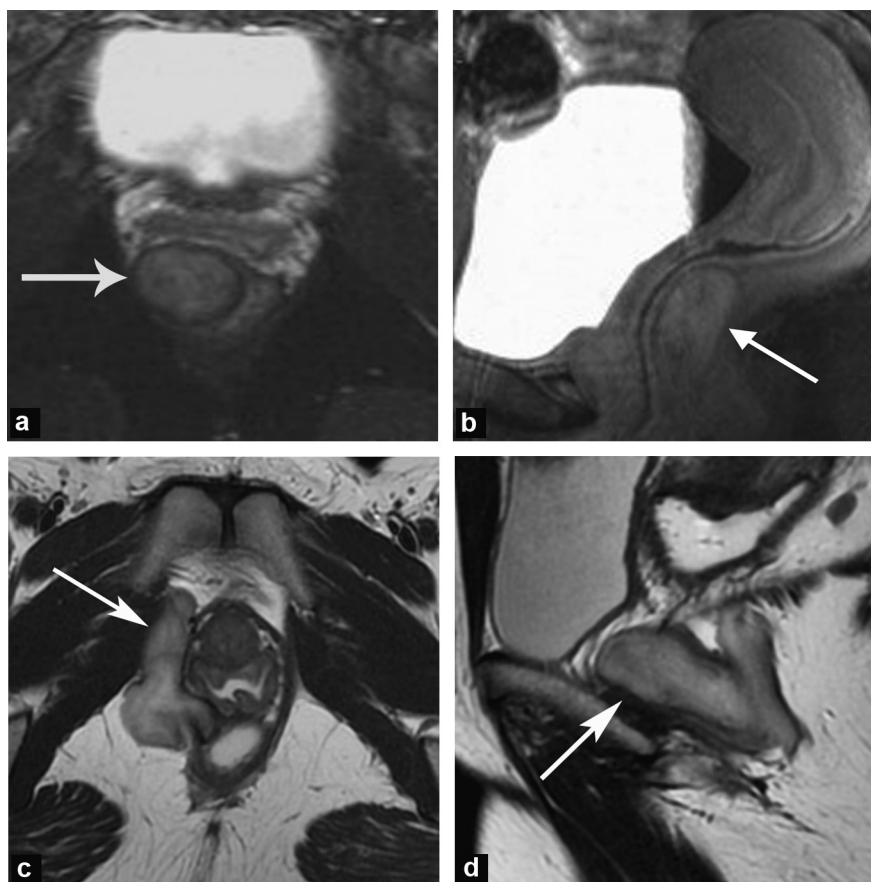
a, b : IRM de la lésion initiale, 2002 : a : plan axial ; b : plan sagittal séquence pondérée T2 : lésion tumorale (flèche) de la cloison recto-vaginale, de 48 × 22 × 20 mm, hétérogène en hypersignal T2 modéré ; c, d : IRM de la première récurrence tumorale, 2007 ; c : plan axial, d : plan sagittal, séquence pondérée T2 : lésion tissulaire de la cloison recto-vaginale (flèche) s'étendant le long de la paroi latérale droite du vagin, au contact du sphincter anal interne, le muscle pubo-rectal droit n'est plus visible.
